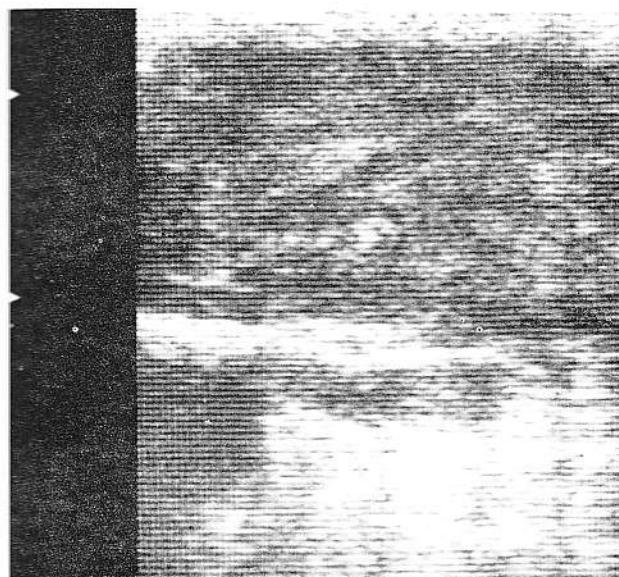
Aspect ecografic de sialoză
